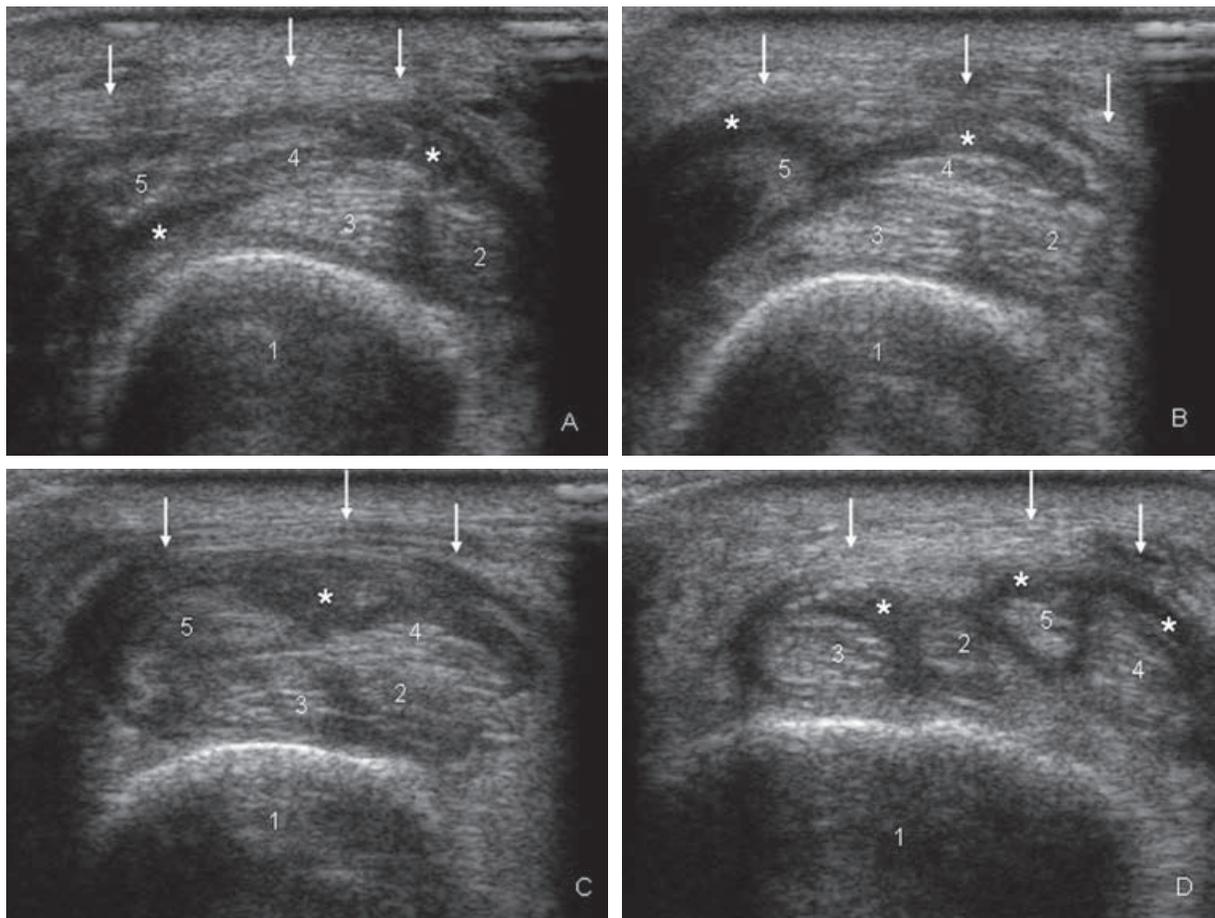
a, b, c et d : Syndrome du croisement proximal du poignet droit. Coupes échographiques axiales étagées 1) radius, 2) tendon du long extenseur radial du carpe, 3) tendon du court extenseur radial du carpe, 4) tendon du long abducteur du pouce, 5) tendon du court extenseur du pouce. Edème péri-tendineux (astérisques) entre les tendons du 1^{er} et 2^e compartiment ainsi qu'au contact du versant profond du fascia antébrachial (flèches blanches).
